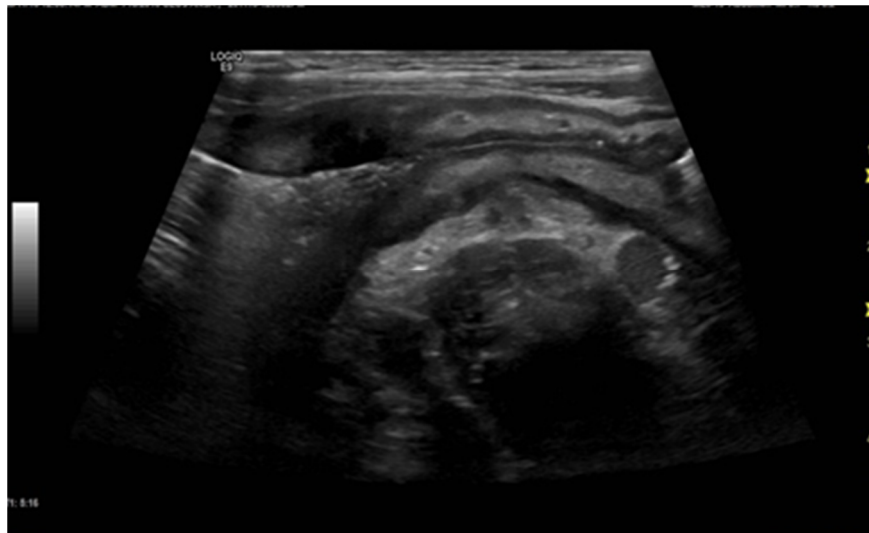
Boală Crohn. Ecografie transabdominală - ileon terminal cu perete îngroșat și adenopatii adiacente.
